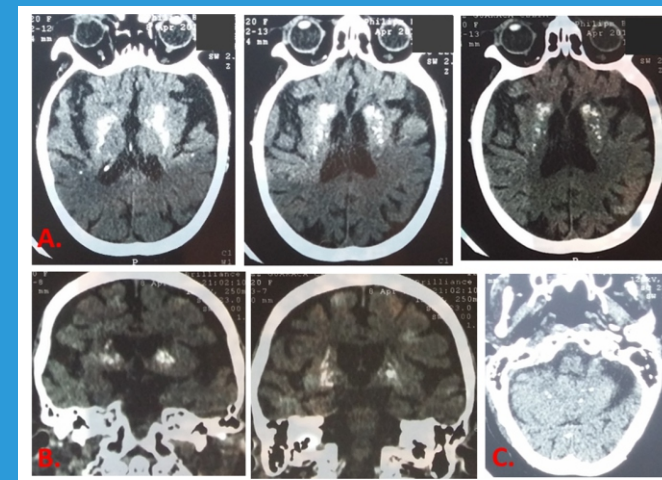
Imágenes de tomografía simple de cráneo.
